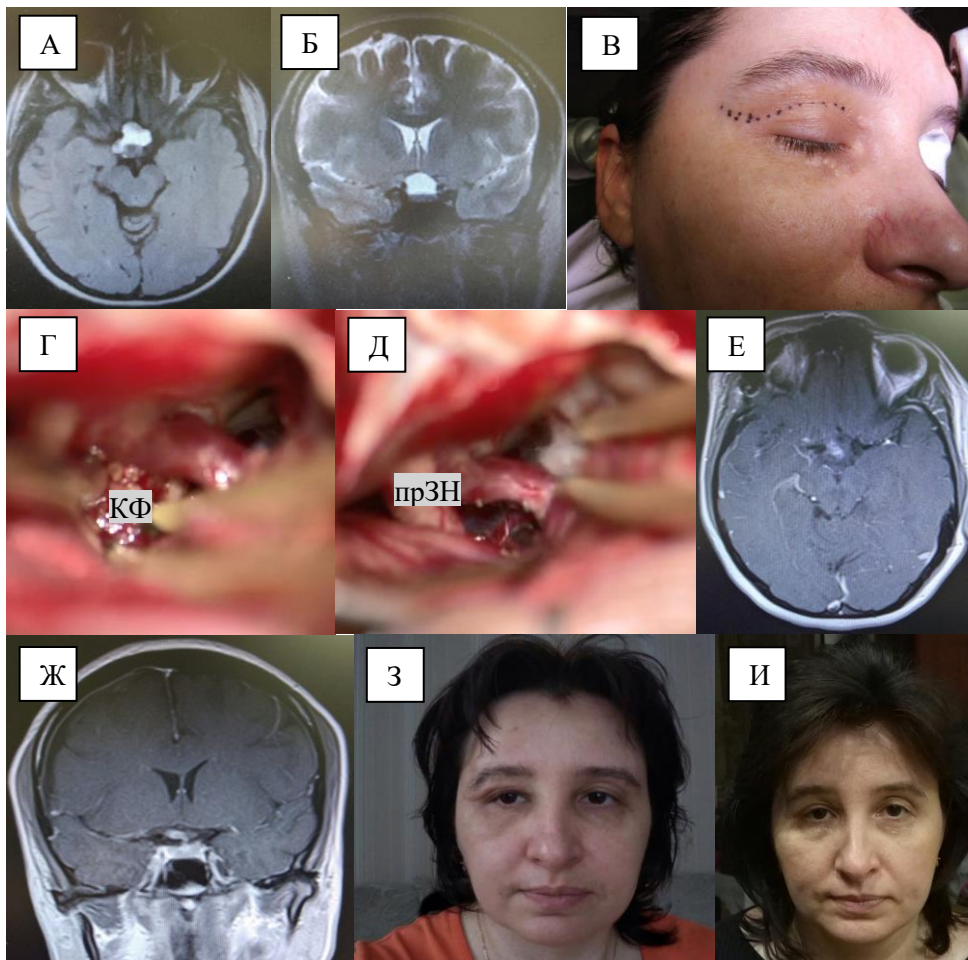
Клинический пример (И/б №84968/17). А – МРТ головного мозга, аксиальная проекция. Б – МРТ головного мозга, коронарная проекция. В — Маркировка кожного разреза. Г – интраоперационное фото – этап удаления краниофарингиомы; прЗН – правый зрительный нерв, КФ – краниофарингиома. Д – опухоль удалена. Е – МРТ головного мозга с контрастированием через 3 месяца после операции, аксиальная проекция. Ж – МРТ головного мозга через 3 месяца после операции, коронарная проекция. З – фото пациентки через 1 месяц после операции. И – фото пациентки через 3 месяца после операции. Пациентка дала письменное согласие на публикацию фотографии в материалах исследования.
